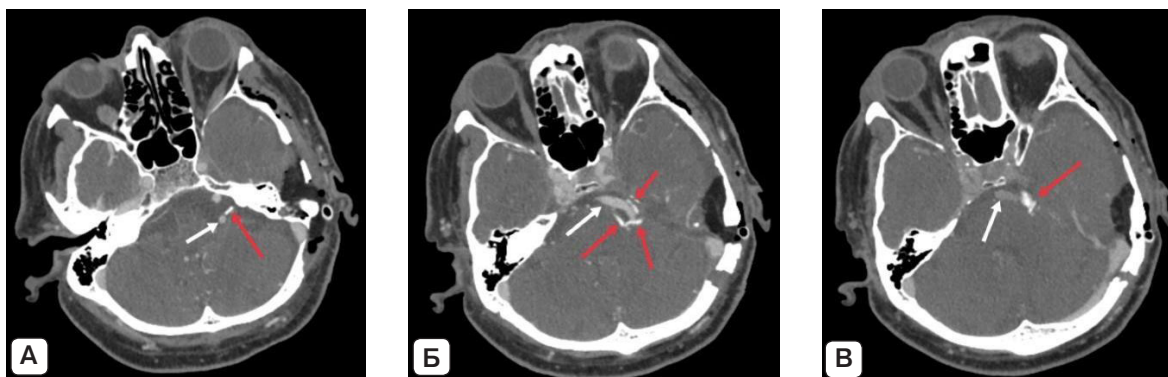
Пациент А., послеоперационная компьютерная томография с ангиографией через 24 часа после хирургического вмешательства: на аксиальных срезах визуализируется результат установки тefлонового протектора (красная стрелка), расположенного между нервным корешком и сосудистой петлей (белая стрелка) – левой позвоночной артерией (А) и базилярной артерией (Б, В). Источник: составлено авторами
